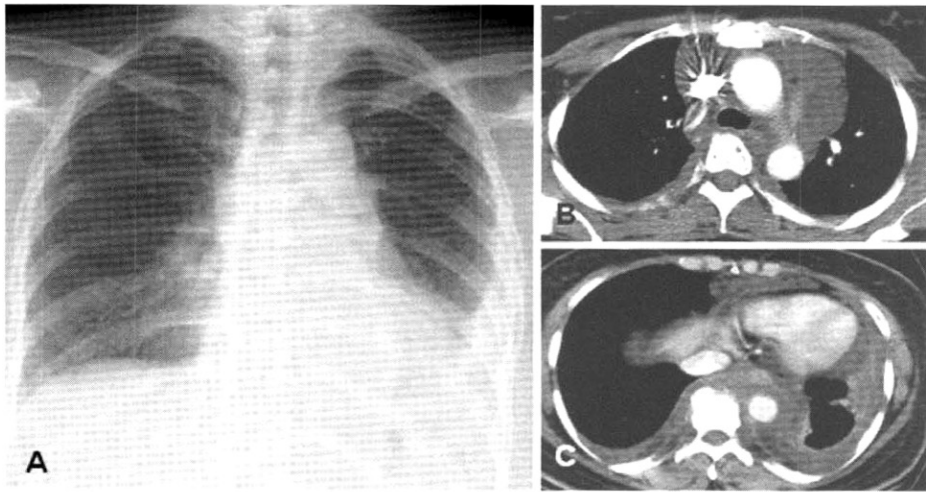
A 48-year-old woman with mediastinal lymphangioma. A. Chest radiograph shows mediastinal widening and retrocardiac increased opacity with loss of descending thoracic aorta interface. Left pleural adhesion is also seen. B. C. Contrast enhanced CT scans at the level of the aortopulmonary window (B) & ventricle (C) show a large, infiltrating, low attenuated mass that envelops adjacent mediastinal structures. This mass extends into the posterior mediastinum.
